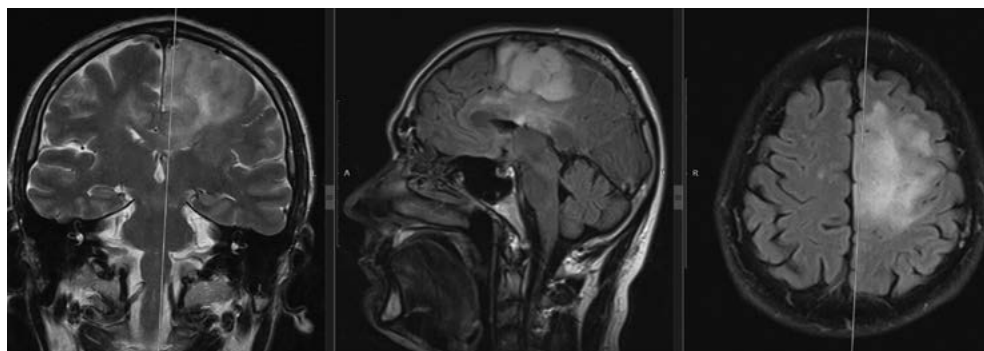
МРТ головного мозга до операции
